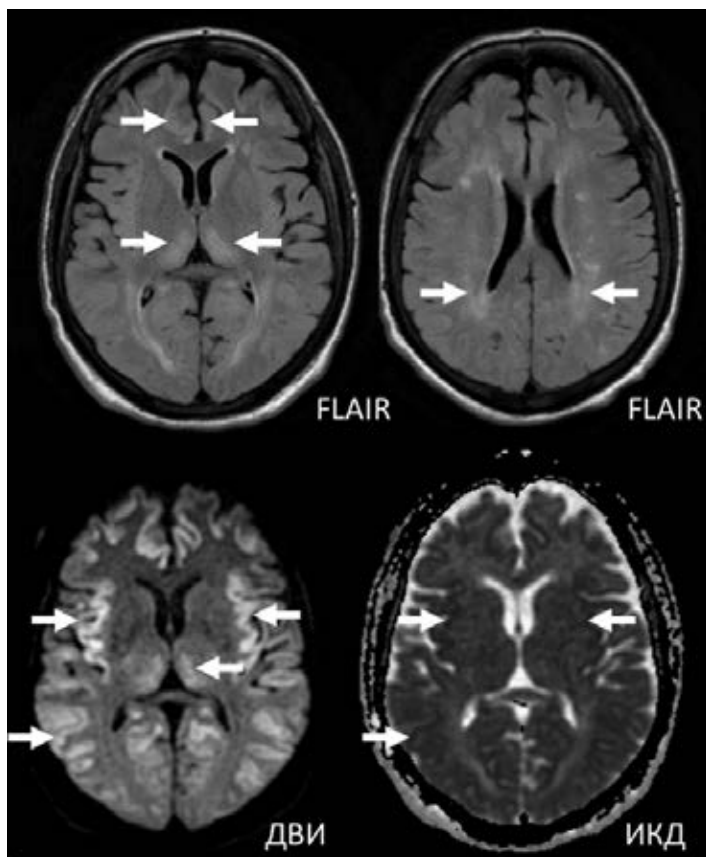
Симметричное повышение МР-сигнала в режимах T2/FLAIR/ДВИ с ограничением диффузии по данным ИКД от коры островков, таламуса, заднего бедра внутренней капсулы и поясных извилин при печеночной энцефалопатии (результат острой гипераммониемии) Изменения обратимы при своевременной терапии, в тяжелых случаях и при отсутствии лечения отмечается диффузный отек коры полушарий с повышением МР-сигнала от нее в T2/FLAIR/ДВИ режимах с относительной сохранностью затылочных и перироландовых областей
